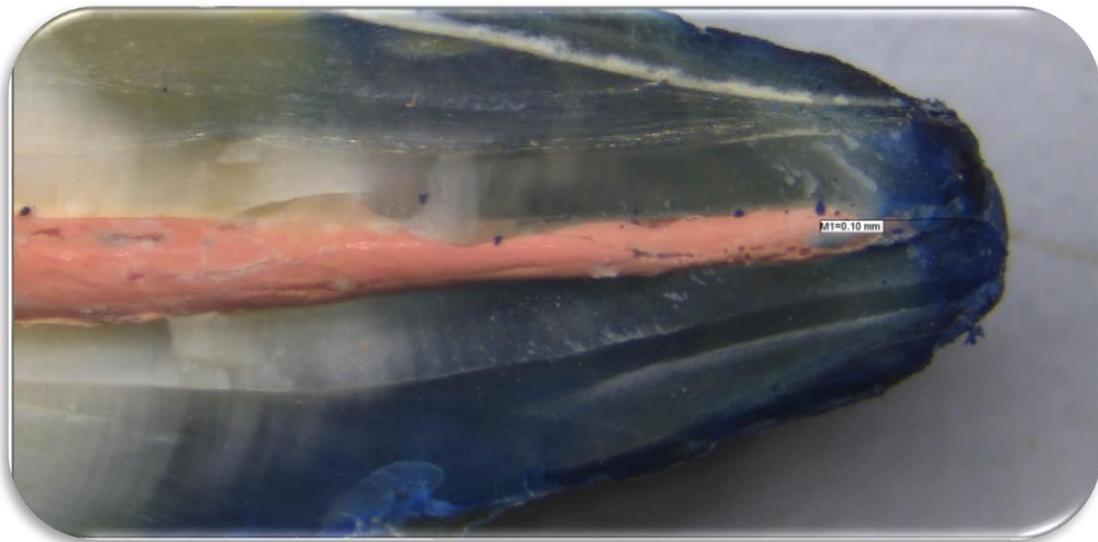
Técnica lateral modificada con ultrasonido
